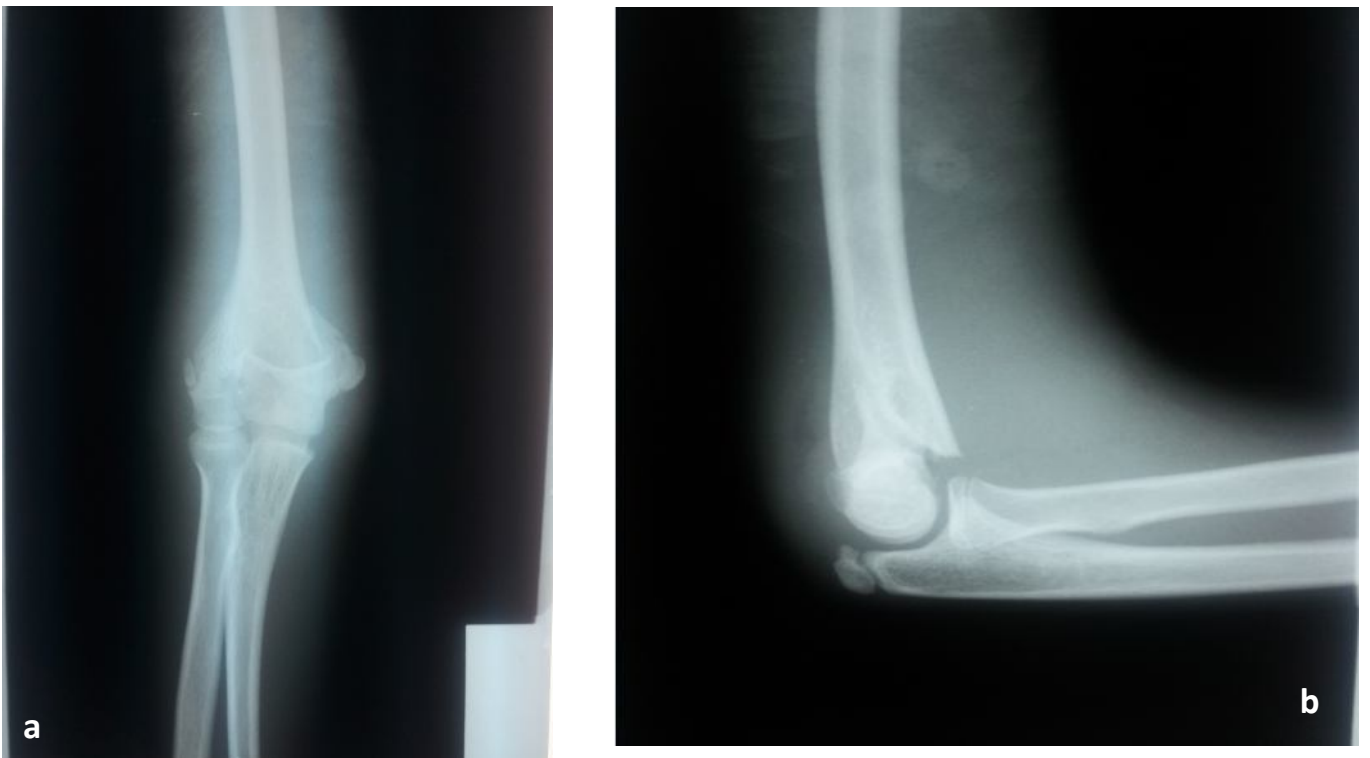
Radiographie de face (a) et de profil (b) montrant la fracture du condyle médial chez un enfant de douze ans.
